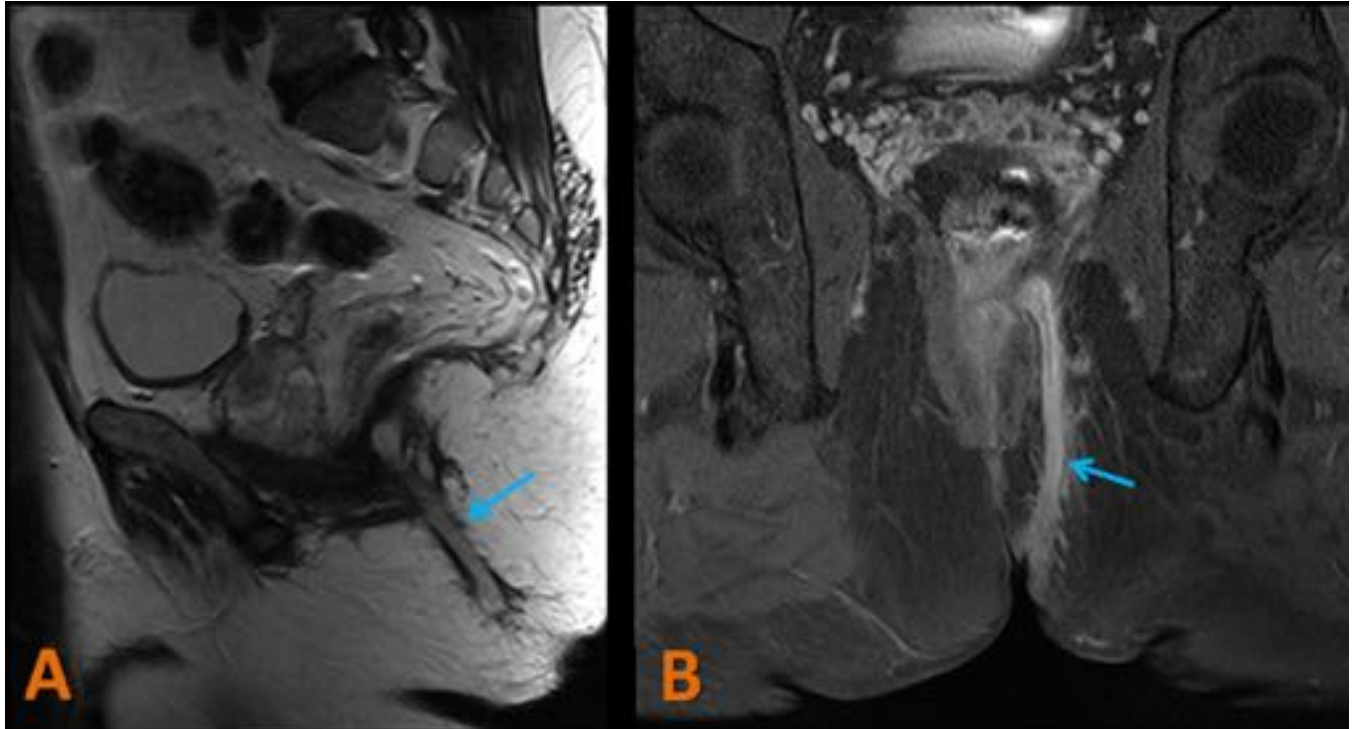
Fístula anorrectal. RM de pelvis potenciada en T2 TSE, plano sagital (A) y T1 SE coronal con saturación de la grasa y tras la administración de gadolinio (B). Varón de 53 años con enfermedad de Crohn perianal con imagen compatible con fístula transesfinteriana izquierda (flechas).
